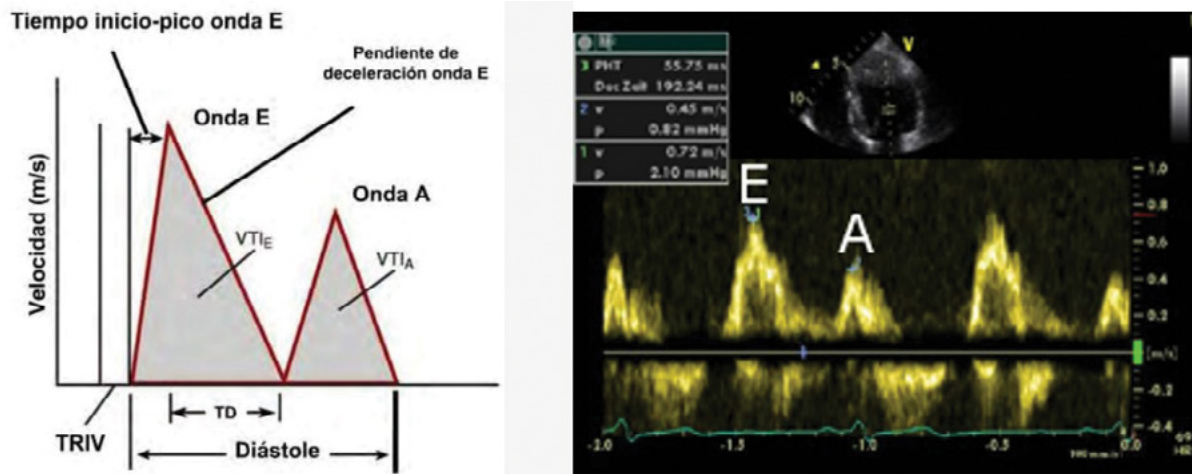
Registro con Doppler pulsado de las diferentes fases del llenado ventricular.
